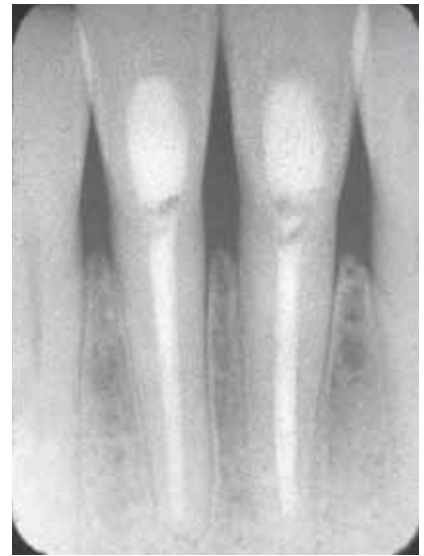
Radiografía tomada trece años después del tratamiento inicial con TempCanal. En esta imagen se ven los dientes saludables y el hueso bien cicatrizado en una imagen de control a largo plazo.
